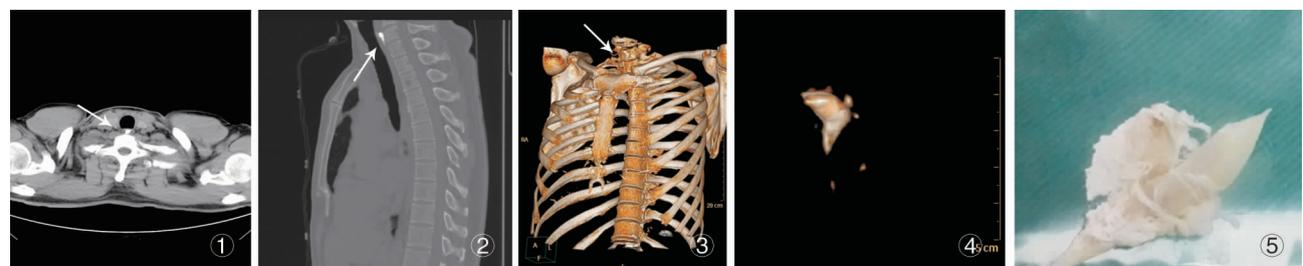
CT 横断面,骨骼 + 异物(箭头头) 图 2 CT 矢状面,骨窝 + 异物(箭头外) 图 3 容积再现,胸骨骼 + 异物(箭头处) 图 4 容积再现异物 图 5 术中取出的异物实物
